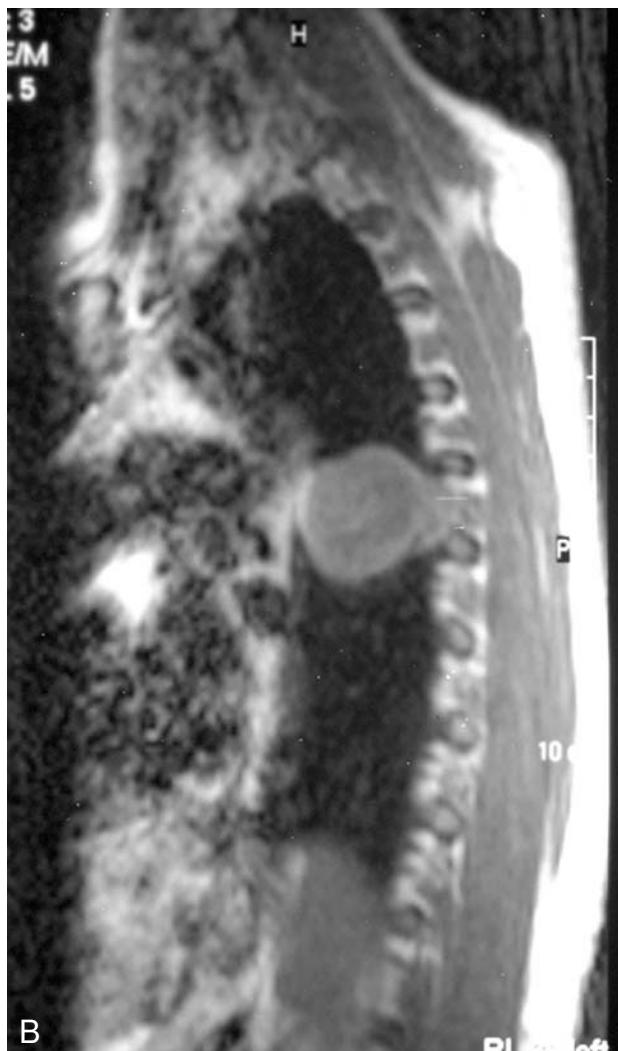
RM con masa de 4 cm, detrás de aorta descendente en T1 (2A) y donde se insinúa una ocupación del agujero de conjunción izquierdo ipsolateral T2 (2B).
